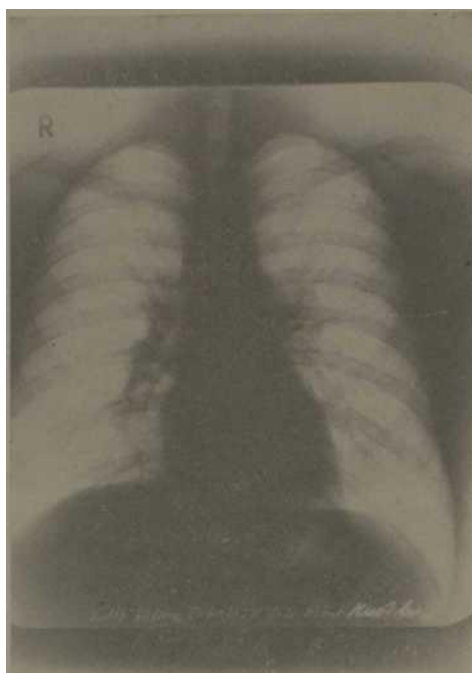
J. K. nacido el 29-2-50. Radiografía del 5-1-68 (buena evolución regresiva de la sarcoidosis I).
